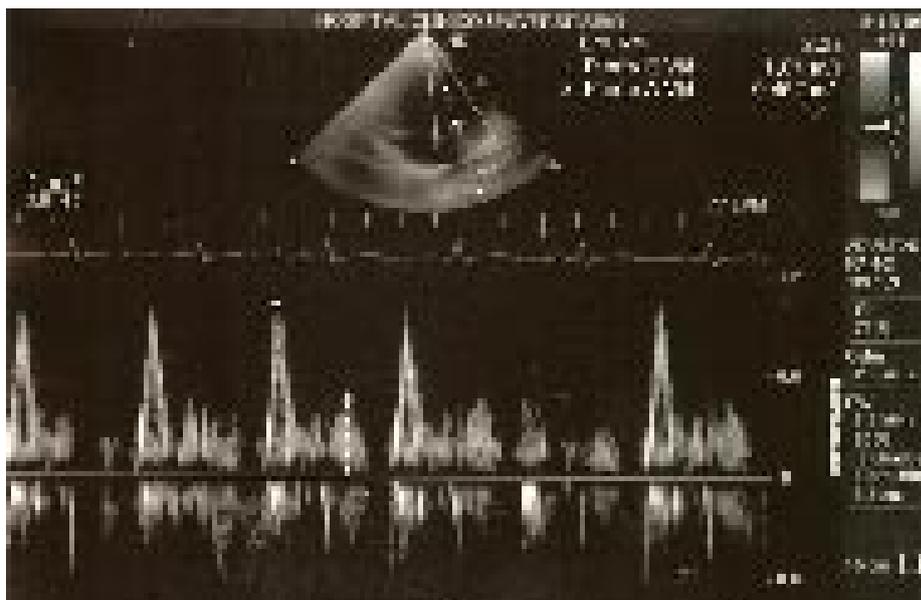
Fotografía extraída durante la realización de ecocardiograma: eco-Doppler pulsado del llenado de ventrículo izquierdo para valorar la función diastólica.
